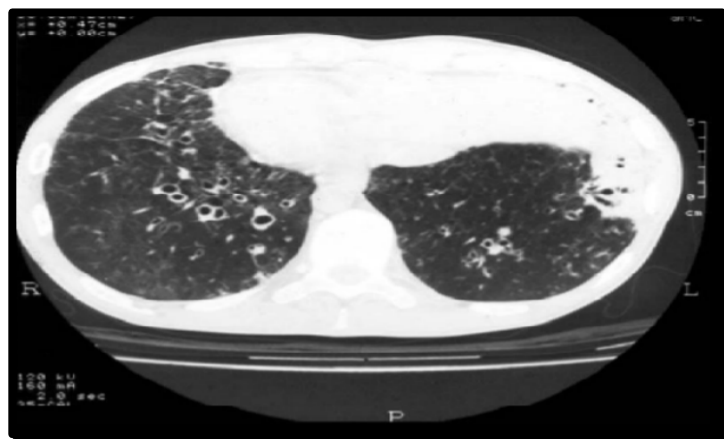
TDM thoracique de dilatation de bronche type cylindrique (31)
